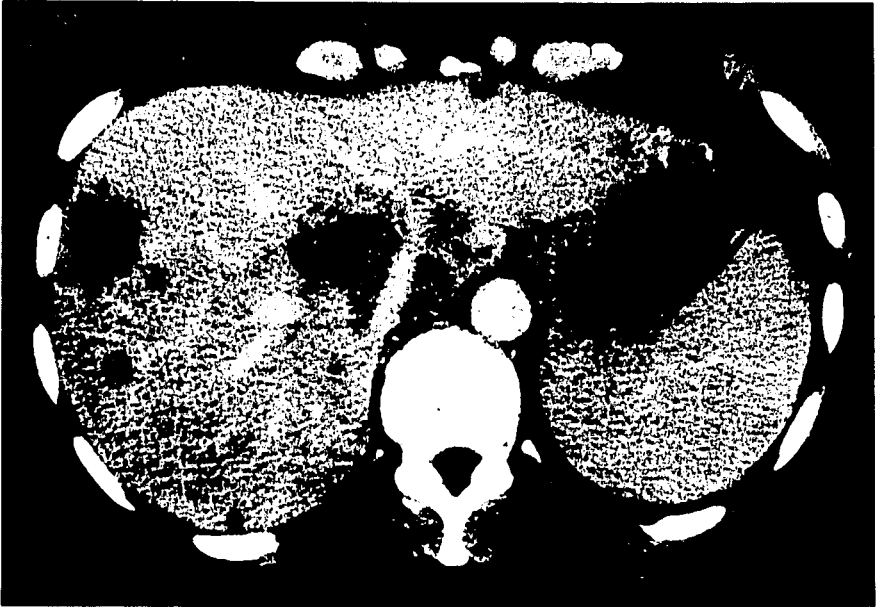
Tomografía computada de abdomen muestra abscesos hepáticos múltiples de etiología fúngica (candidiasis) en un paciente inmunocomprometido.
